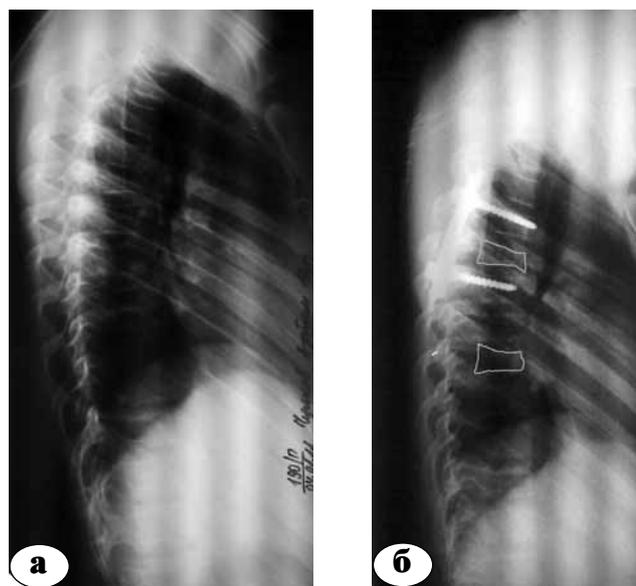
Рентгенограммы пациента Ч.: а – взрывной перелом Th5 позвонка, компрессионный перелом Th8 позвонка; б – после задней не прямой репозиции взрывного перелома Th5 позвонка
